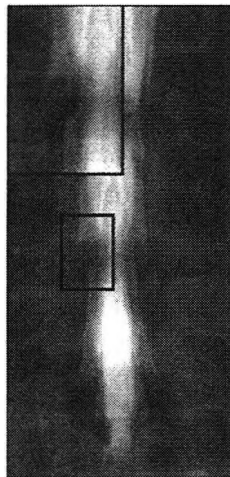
Radiografía (AP) en la que se aprecia la amputación de una raíz
